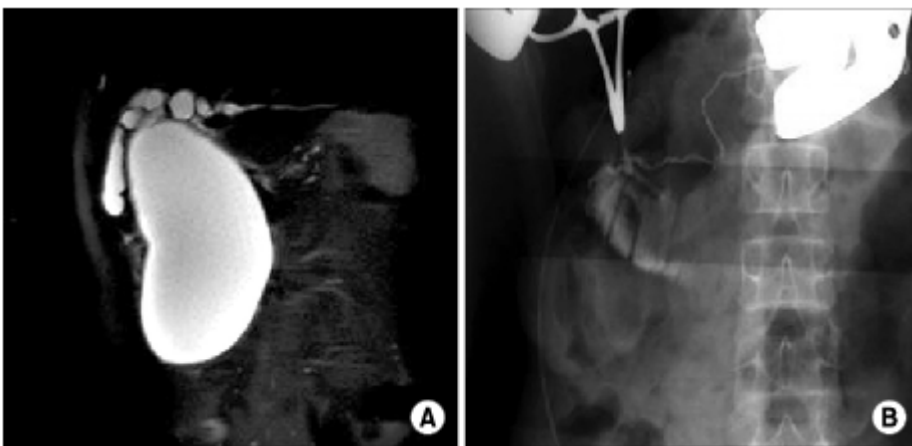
A 15-year-old girl presented with palpable mass and abdominal pain. (A) Coronal MRCP* shows type IVa choledochal cyst with no identifiable APBDU[†], (B) Operative cholangiography reveals APBDU measuring 5 mm. *Magnetic Resonance Cholangiopancreatography; [†]Anomalous pancreaticobiliary ductal union.
